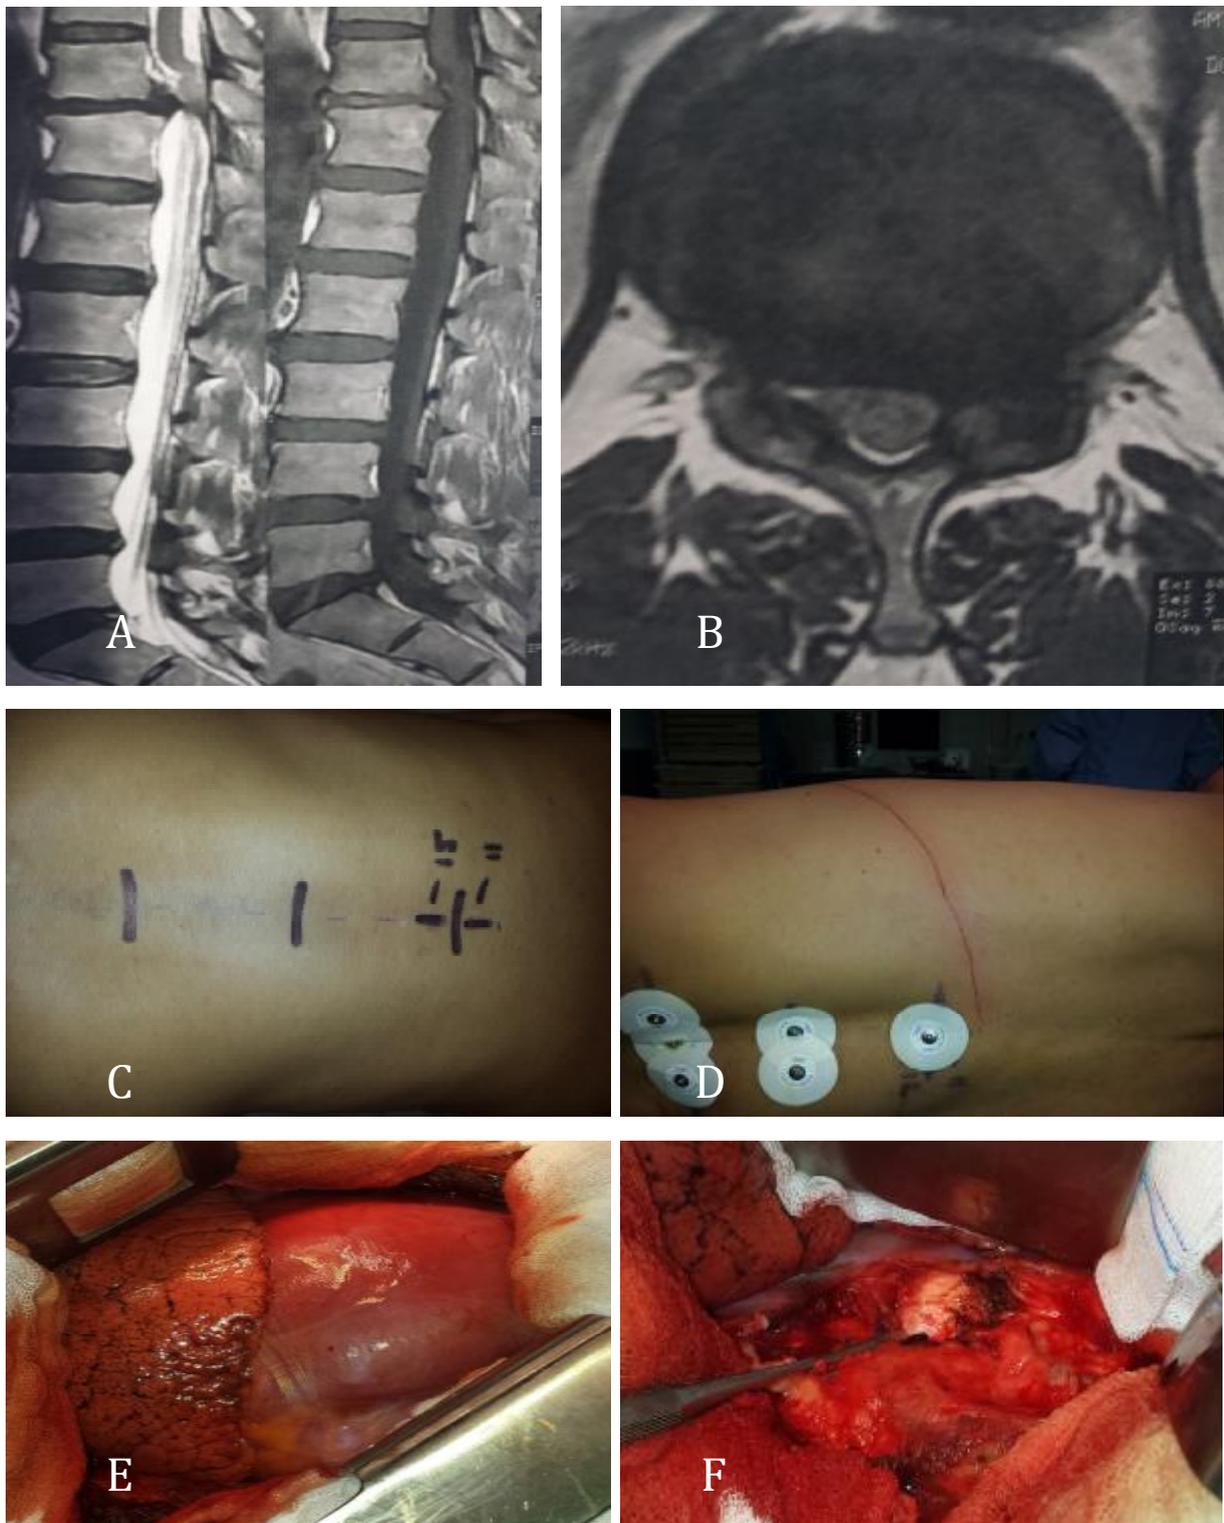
Thoracotomie extrapleurale d'une hernie discale T11-T12. IRM coupes sagittale(A), coupe axiale (B): montrant une hernie discale T11-T12. (C) et (D) montrant des images photographiques d'un repérage préopératoire pour le choix du niveau de l'incision cutanée. (E) montrant exposition intrathoracique après dissection du plan superficiel. (F) exposition du niveau de disque intersomatique.
